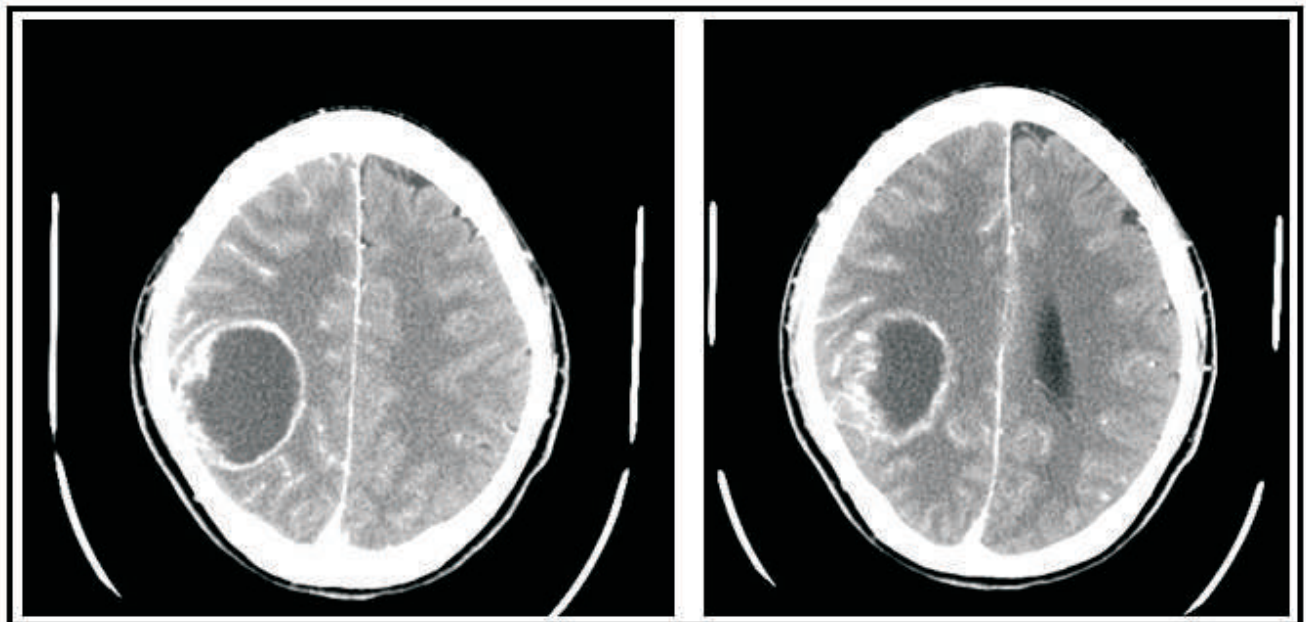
TC craneal: Tres lesiones intraparenquimatosas con afectación de la región fronto-parieto-temporal derecha de 49x42 mm, de 21x26 mm y otra de 19x20 mm con edema perilesional de morfología digitiforme. Ocasionan efecto masa sobre el sistema ventricular ipsilateral provocando colapso de las astas frontal y occipital con desviación secundaria de la línea media de 4 mm.
